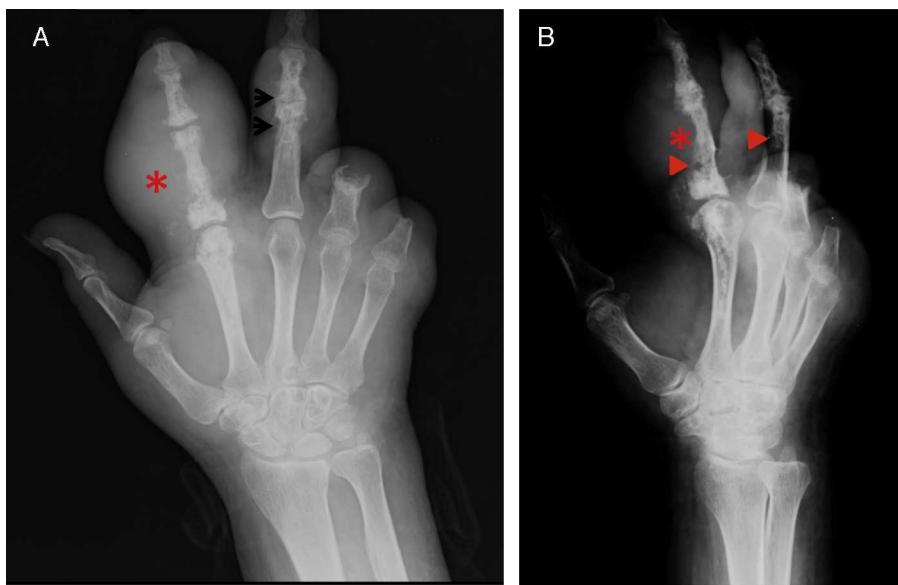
A) Radiografía dorsopalmar de mano izquierda. B) Radiografía lateral de mano izquierda. En ambas se aprecia aumento de volumen en tejidos blandos en segundo y tercer dedo correspondientes con tofo (*), en los tejidos óseos resalta la presencia de erosiones en borde colgante (flechas), con pérdida de espacio articular.
